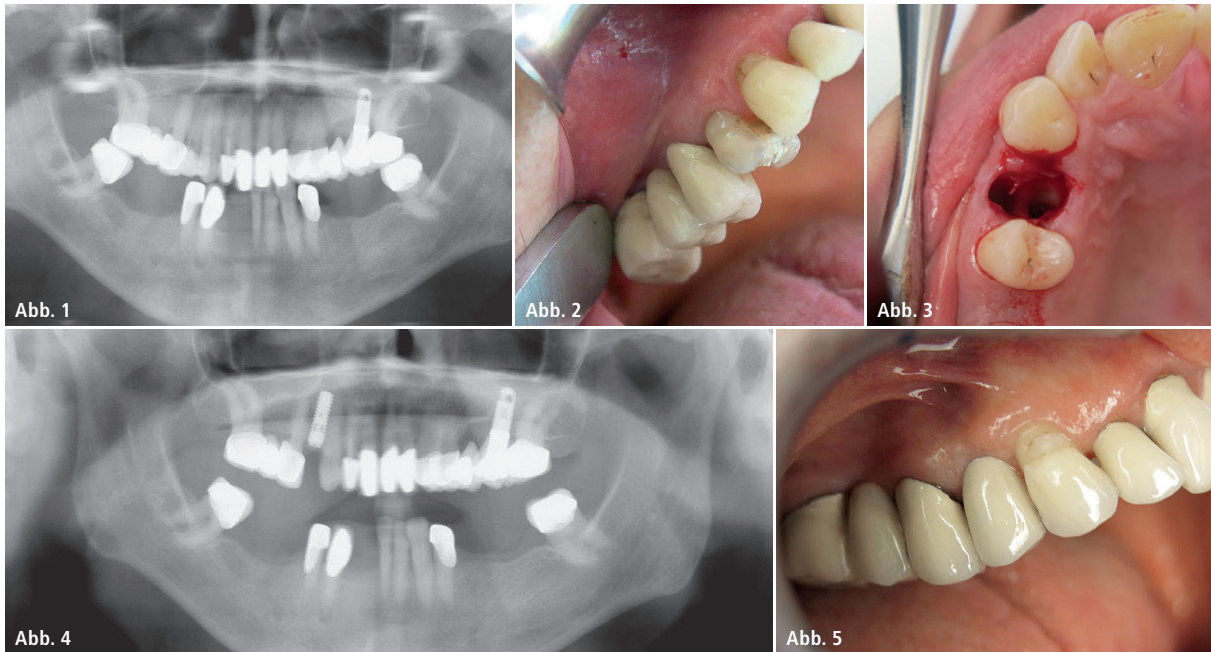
Röntgenaufnahme: Situation vor OP, ein Implantat im OK. – Abb. 2: Klinische Situation im OK vor der Extraktion Zahn 14. – Abb. 3: Klinische Situation nach der Extraktion. Sicht auf die sehr gut erhaltenen Knochenstrukturen. Guter anatomischer Erhalt beider Papillen. – Abb. 4: Klinische Situation nach Setzen des Implantates unter Erhaltung der Papille. – Abb. 5: Anschließendes klinisches Bild mit Krone.
